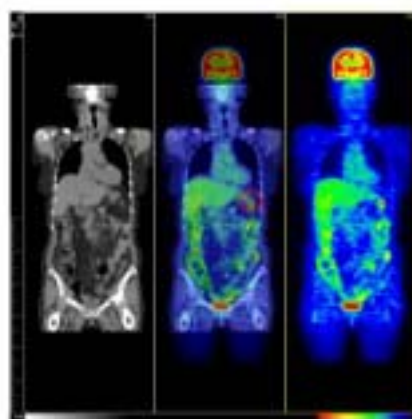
大腸がん：CT(左)、<sup>18</sup>F-FDG PET-CT(中央)、<sup>18</sup>F-FDG単独(右)。左結腸曲の円内に<sup>18</sup>F-FDG高集積の病巣を認める。検診で発見された早期大腸がん。
